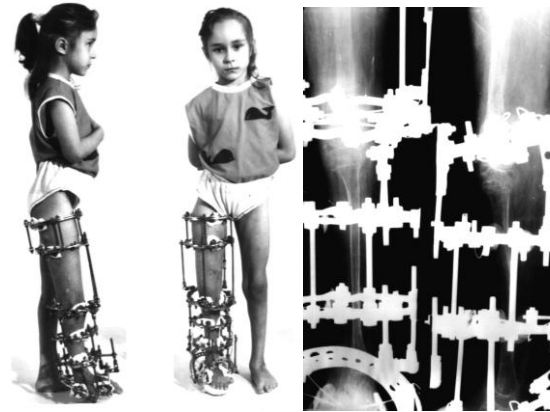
Больная М., 7 лет и ее рентгенограммы в процессе лечения на втором этапе
